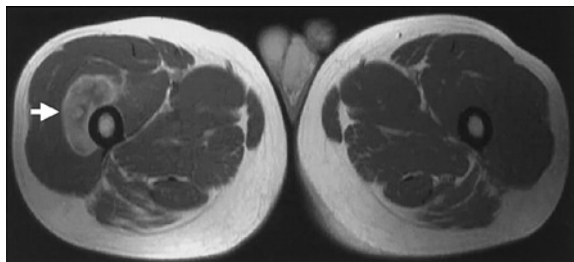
Magnetic resonance imaging of T2-weighted images. Note a contrasted extraosseous tumor at the lateral portion of right femur (arrow).
